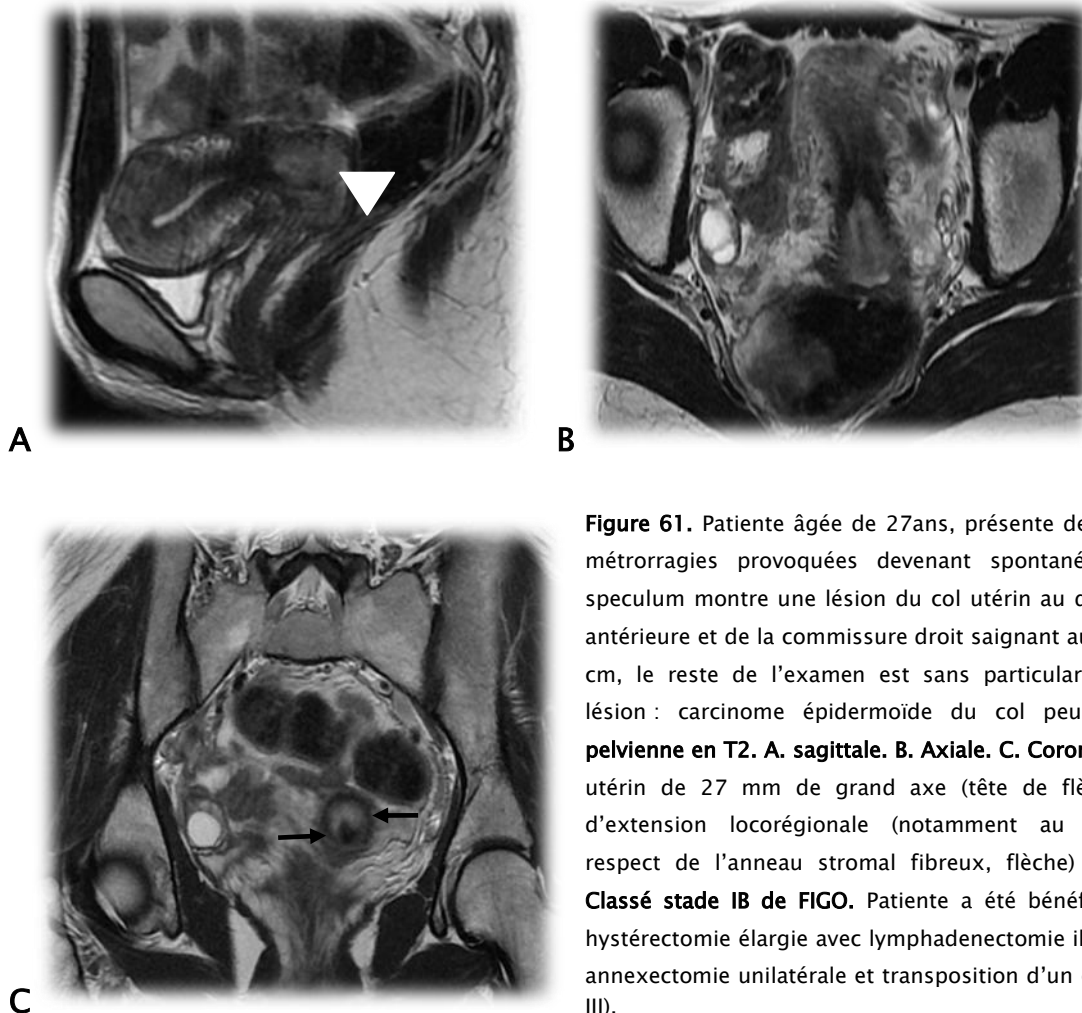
Patiente âgée de 27ans, présente depuis 06 mois des métrorragies provoquées devenant spontanées, l'examen au speculum montre une lésion du col utérin au dépond de la lèvre antérieure et de la commissure droit saignant au contact faisant 2 cm, le reste de l'examen est sans particularité. Biopsie de la lésion : carcinome épidermoïde du col peu différencié. IRM pelvienne en T2. A. sagittale. B. Axiale. C. Coronale. Lésion du col utérin de 27 mm de grand axe (tête de flèche) sans signes d'extension locorégionale (notamment au paramètres avec respect de l'anneau stromal fibreux, flèche) ni ganglionnaire. Classé stade IB de FIGO. Patiente a été bénéficié d'une colpo-hystérectomie élargie avec lymphadenectomie iliaque bilatérale et annexectomie unilatérale et transposition d'un ovaire droit (PIVER III).
